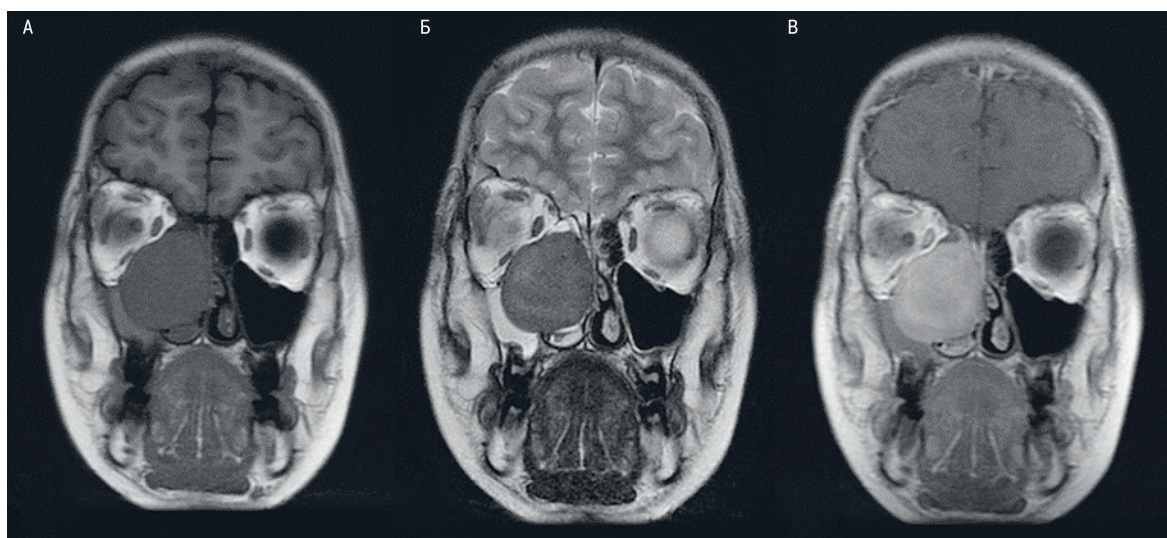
МРТ картина при ЮОФ у ребенка 12 лет. А. T1 FLAIR ВИ Б. T2 ВИ В. T1 ВИ+С
